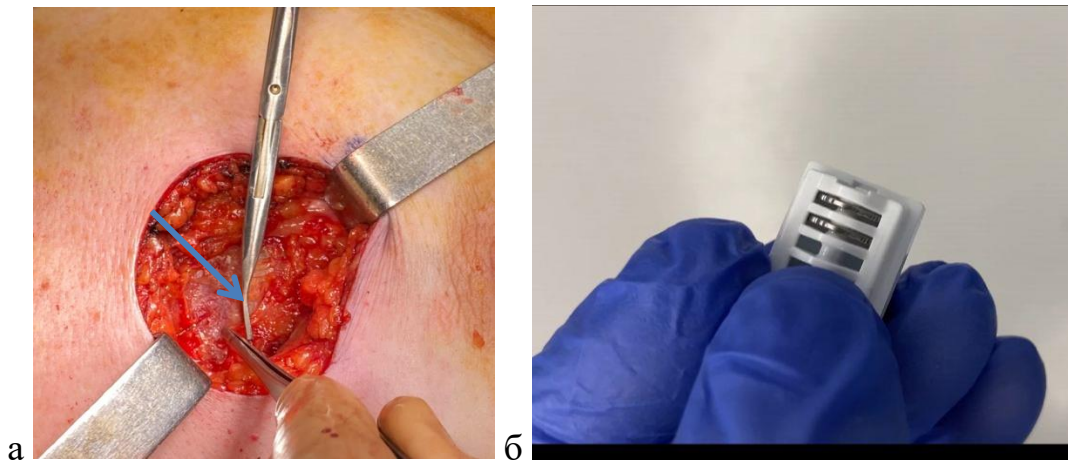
Методика установки рентгеноконтрастных клипс в ложе удаленной опухоли: а) установка рентгеноконтрастных клипс;
